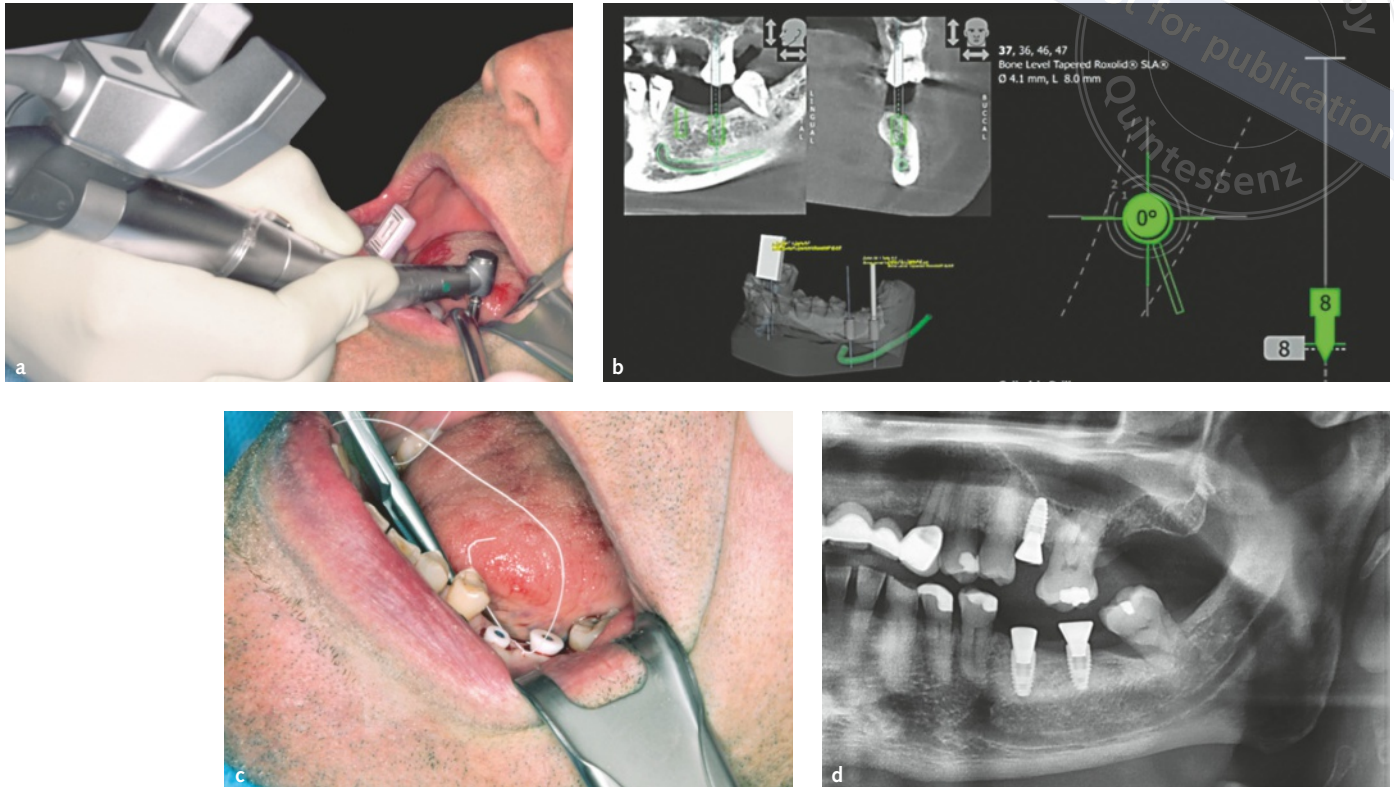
bis d a) Implantatinsertion: Zwischen dem optischen Kamerasystem und dem intraoralen Referenzmarker muss die Sicht gewährleistet sein. b) Dynamische Echtzeitanzeige von Winkel, Position und Tiefe. c) Die aufgeschraubten Zirkon-Gingivaformer in situ; das Weichgewebe wurde speicheldicht vernäht. d) Postoperatives Kontrollröntgenbild.
